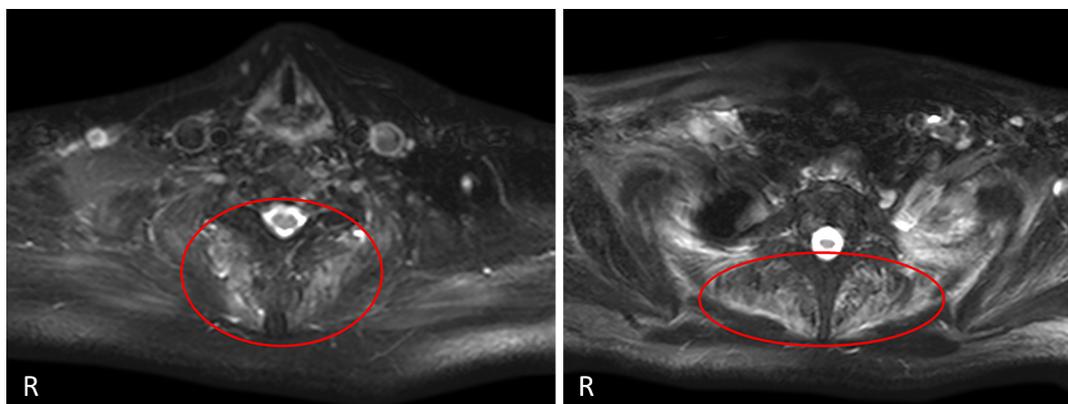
Neck MRI findings.
